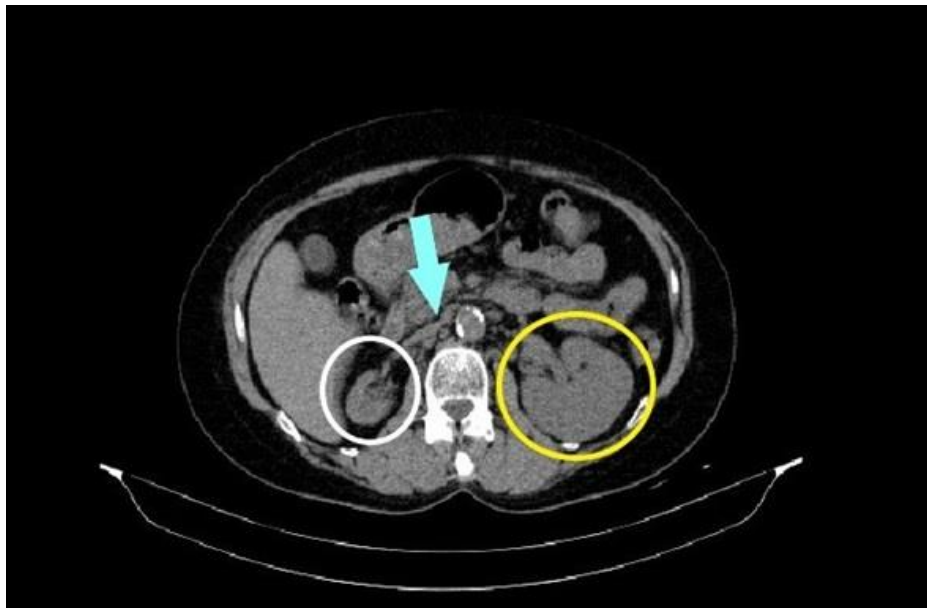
TAC de abdomen, corte axial. Estenosis prerrenal, arteria renal derecha (flecha azul); riñón derecho (círculo blanco); riñón izquierdo (círculo amarillo).
